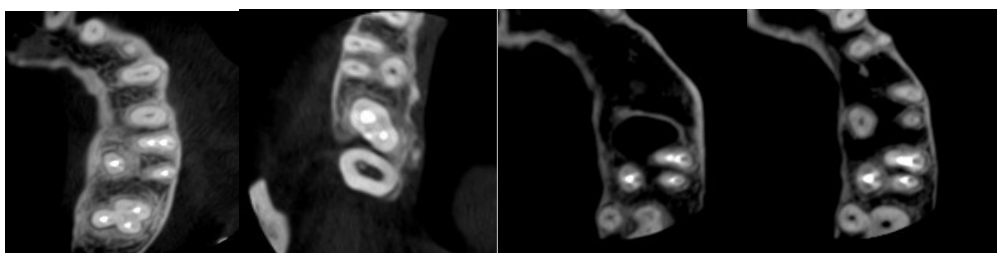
Hình ảnh lát cắt đứng ngang trên phim CBCT sau điều trị tủy minh họa kết quả hàn các dạng hình thái OT chân ngoài gắn răng HL2HT.
